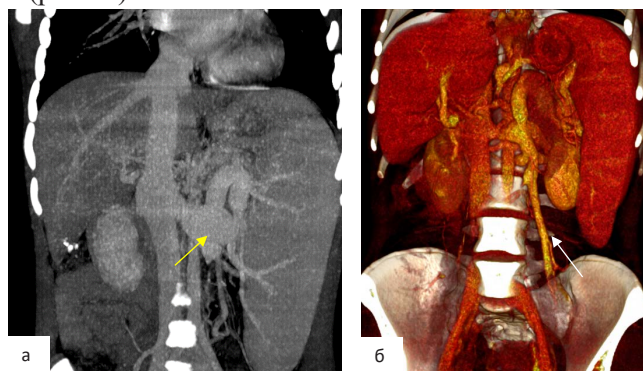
фазная МСКТ ангиография; а и б – ангиограммы больных с ВПГ, после операции дистального СРШ. Отмечается расширение почечной вены (желтая стрелка) и ее притока овариальной вены (белая стрелка)
